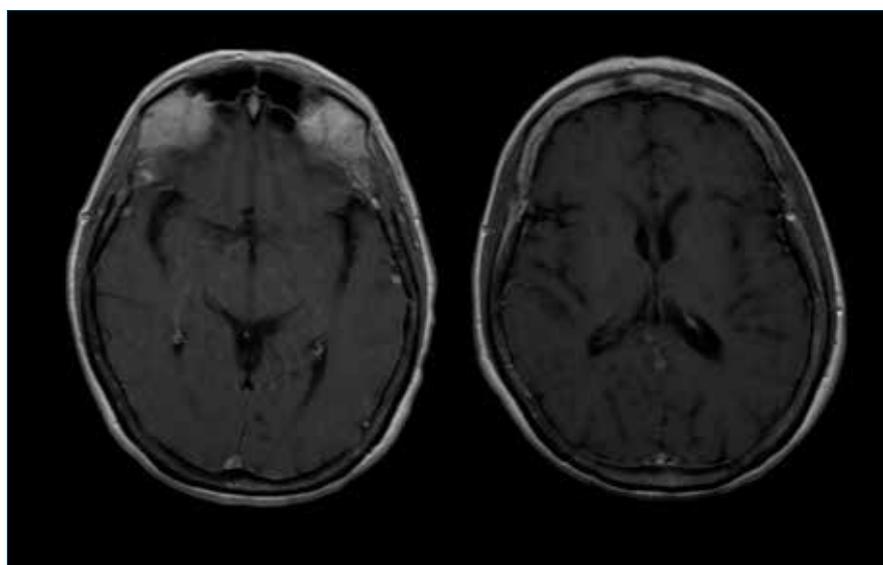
RM encefalo: sequenze T1 post-MDC, pre- e post-metilprednisolone.
